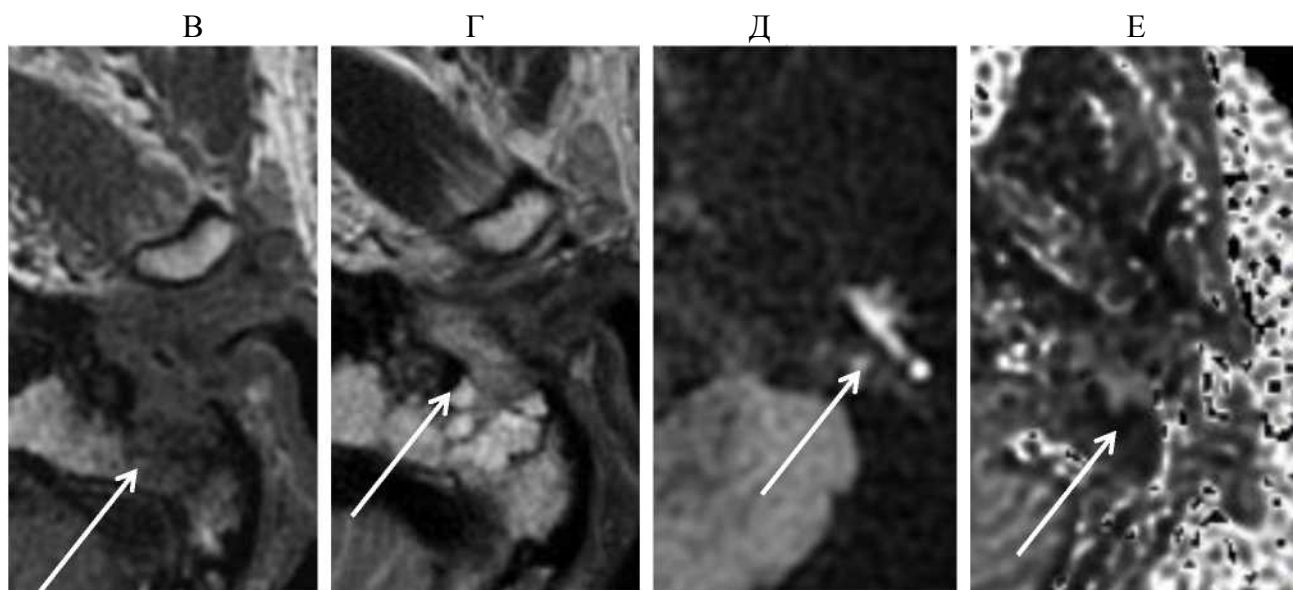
продолжение*. МРТ, аксиальные сканы (В, Г, Д, Е): в области нижних отделов левого наружного слухового прохода определяется участок измененного МР-сигнала: среднеинтенсивный на T1 ВИ (В, стрелка) и гетерогенный, близкий к высокоинтенсивному на T2 ВИ (Г, стрелка). На диффузии от участка визуализируется высокоинтенсивный МР-сигнал (Д, стрелка), вычитающийся на картах (Е, стрелка). Повышения МР-сигнала на контрастно усиленных T1 ВИ не отмечено. Изменения характерны для холестеатомы. В прилежащих клетках сосцевидного отростка – воспаление
